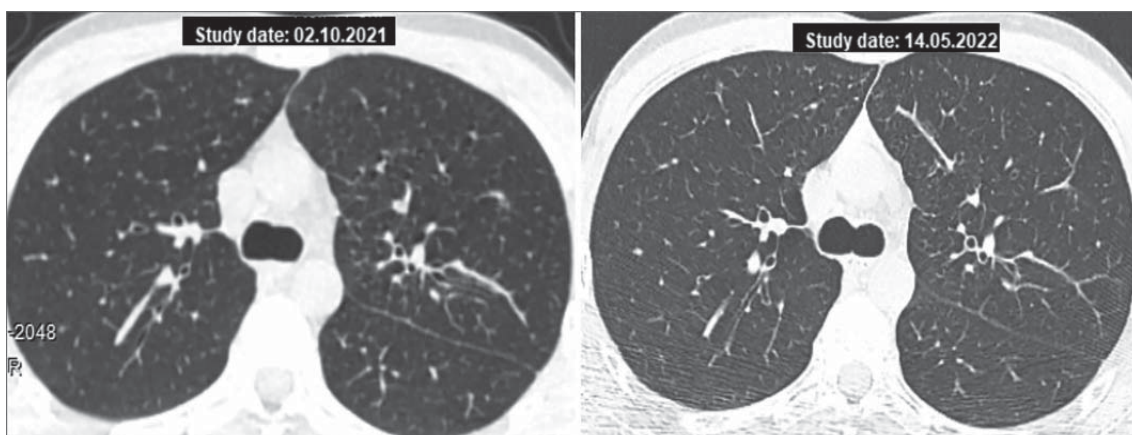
КТ ОГП пацієнта Г.: ліворуч — після 3-міс. комбінованої терапії МТХ та ГХ; праворуч — після 7,5 міс. спостереження.
